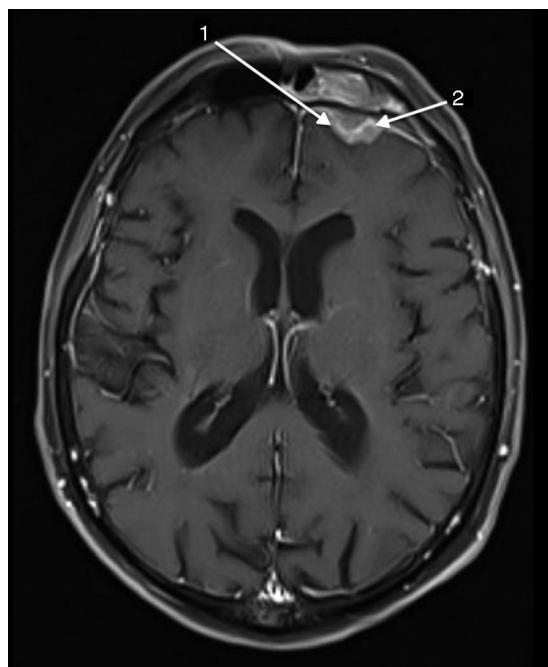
Lesão de seio frontal (RM, T1). Observamos um espessamento dural  $\geq 2$  mm (1) e realce dural nodular (2) que demonstra invasão dural.
